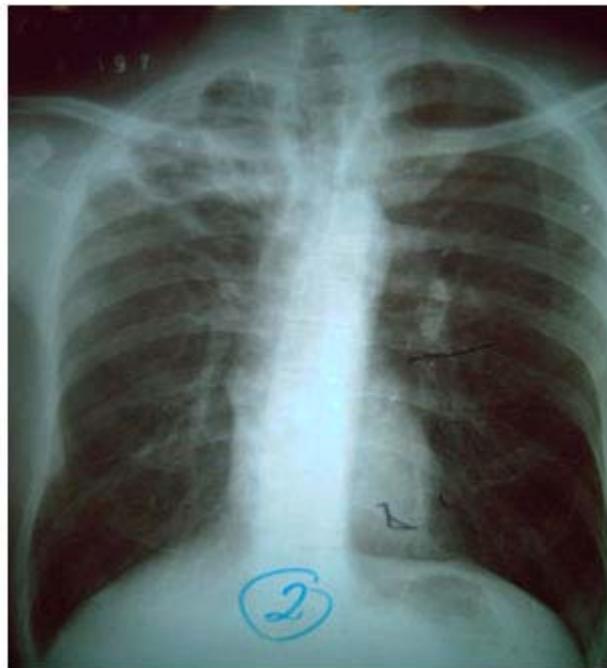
Radiografía frontal de tórax posteroanterior; Se muestran las lesiones fibrosas y cavitarias en lóbulo superior derecho.
